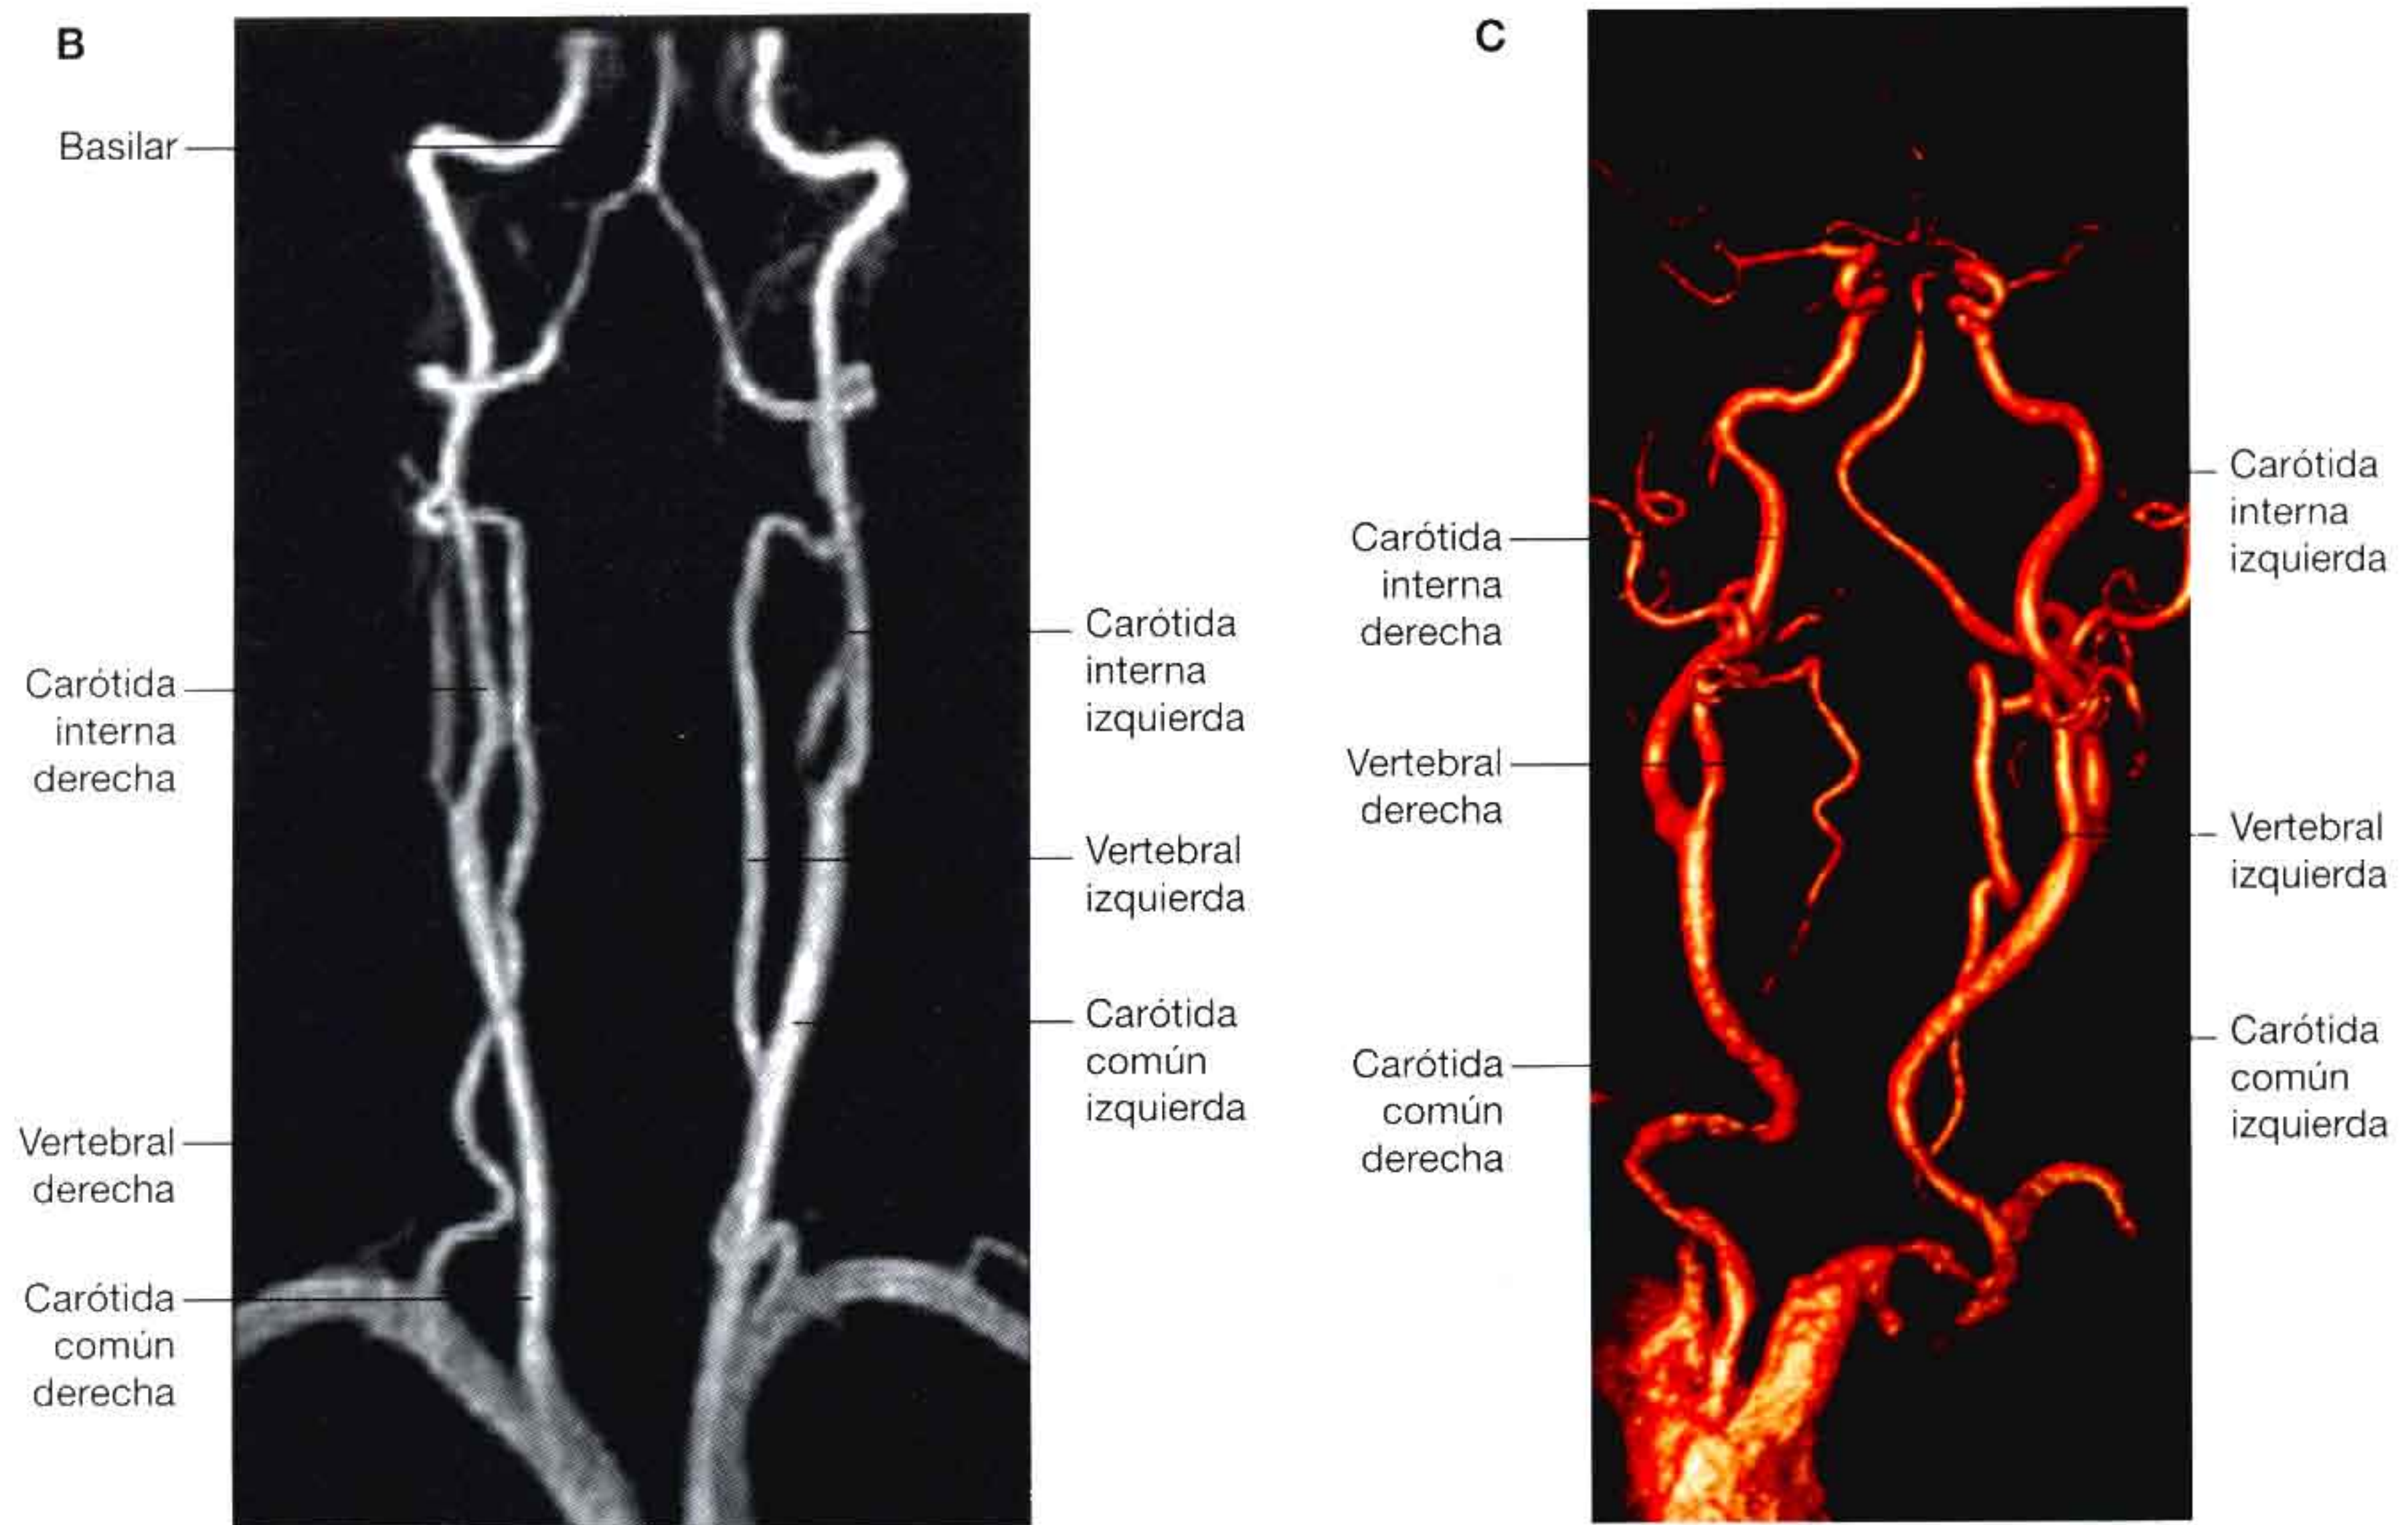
(cont.) Vascularización arterial del cerebro. B. Angiograma mediante resonancia magnética. Se observan unas arterias carótidas y arterias vertebrales normales. C. TC con contraste de los vasos carotídeos.
